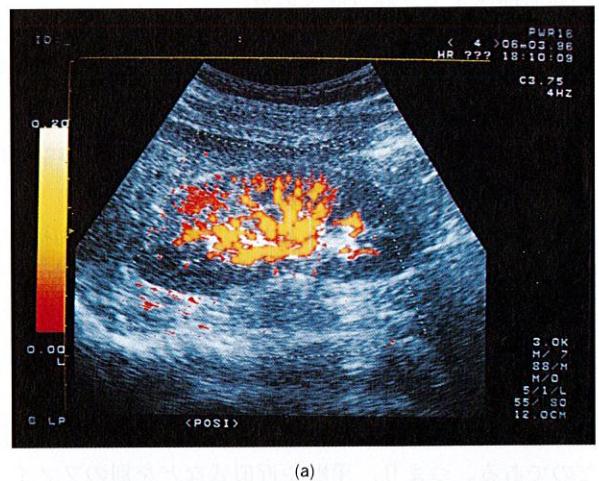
4 方向 (ラスタ) 分の反射波を同時受信 1 回のパルスの送信に対して、同時に 4 本分のラスタ上のエコーデータを受信することでラスタ密度およびフレーム数の向上を実現した。
